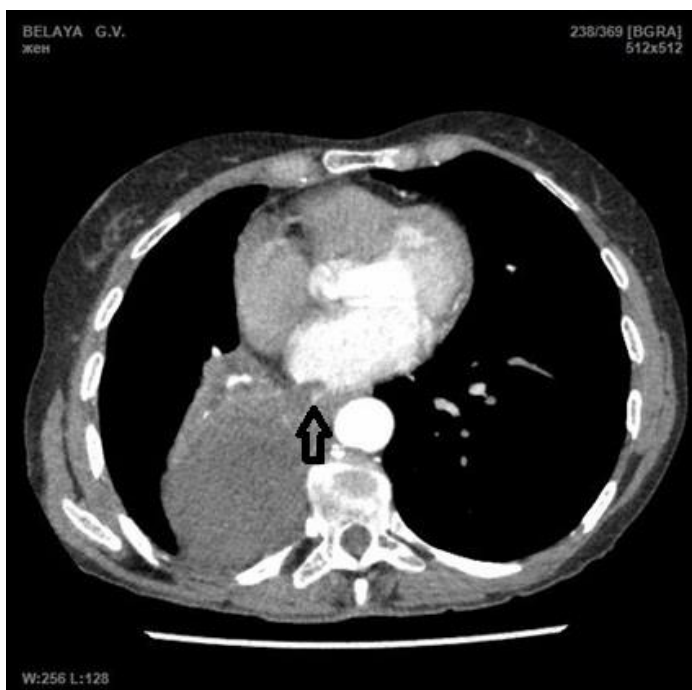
Мультиспиральная компьютерная томография ОГК с внутривенным контрастированием, пациентки Б. с инвазией опухоли в левое предсердие (стрелкой указан опухолевый тромб в просвете нижней правой легочной вены и левого предсердия).
